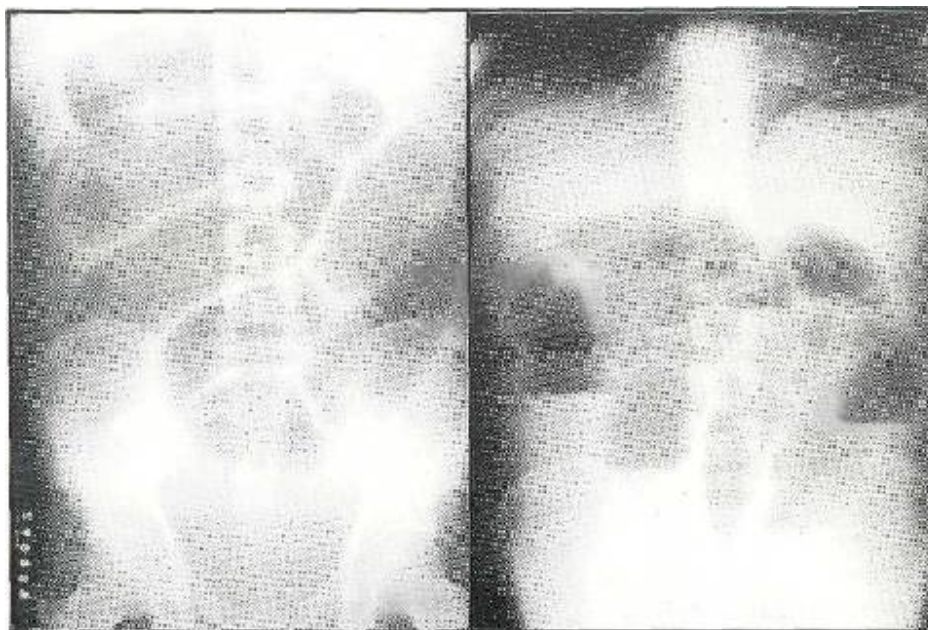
Radiografía simple de abdomen en posición horizontal y vertical que demuestra la existencia de una obstrucción mecánica del intestino delgado.
